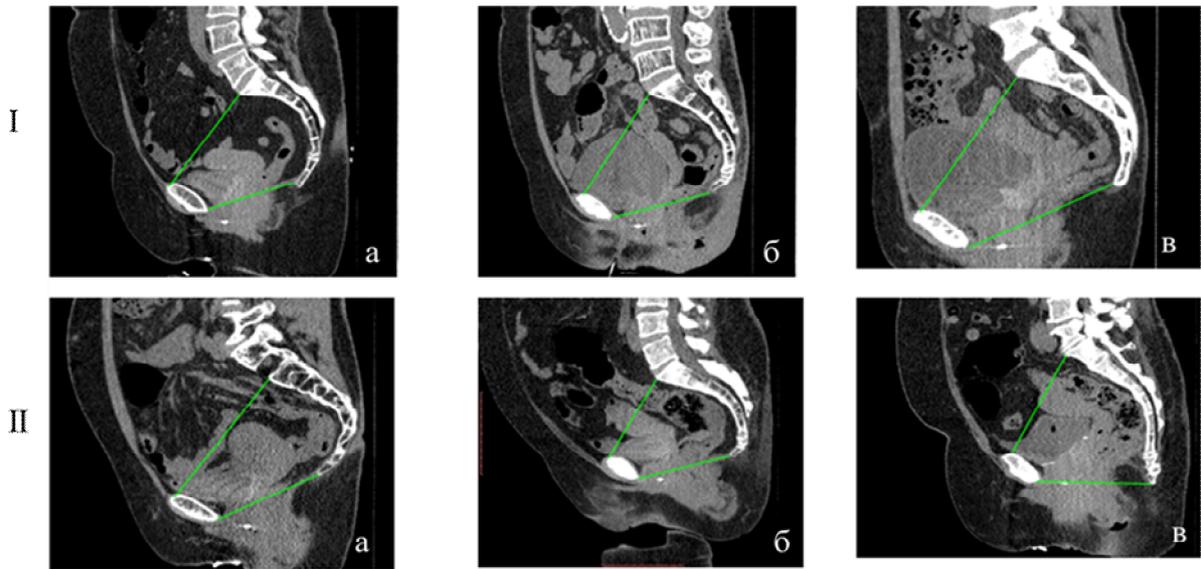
Формы полости малого таза по продольно-продольному индексу: а – суживающаяся книзу; б – цилиндрическая; в – расширяющаяся книзу. МСКТ таза женщин контрольной (I) и основной (II) групп.
